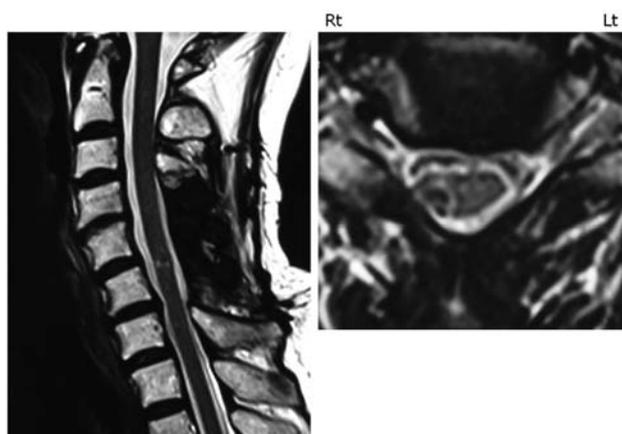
Cervical MRI did not demonstrate any increase in the size of residual tumor at three years after the operation.
